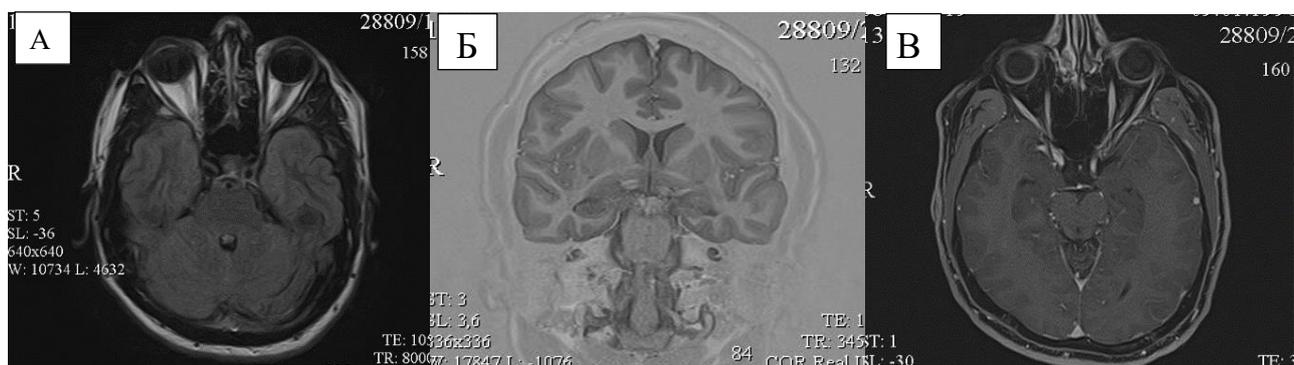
МР-исследование головного мозга в режимах: А) FLAIR в аксиальной плоскости; Б) T1 IR во фронтальной плоскости; В) T1 FS с внутривенным введением контрастного препарата в аксиальной плоскости демонстрируют отсутствие патологических образований в левой височной доле.
